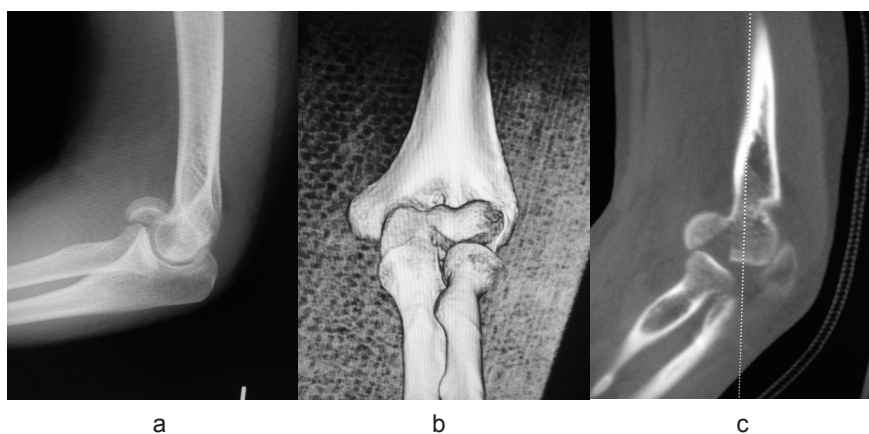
a: 初診時単純 X 線撮影 b,c: 初診時単純 CT
